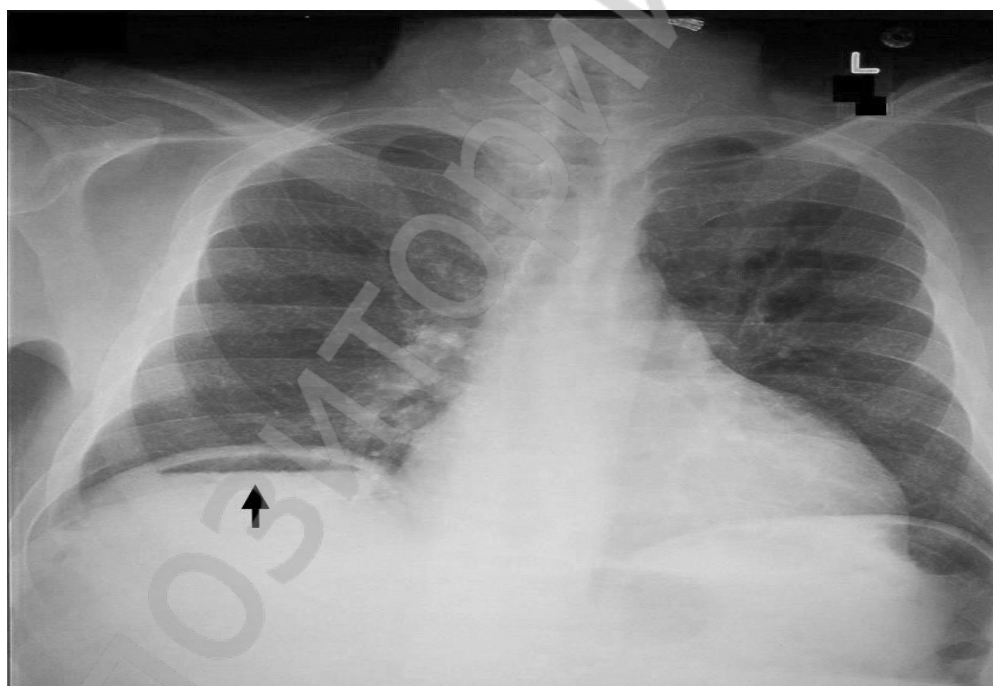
Обзорная рентгенография брюшной полости: свободный газ под куполом диафрагмы.
